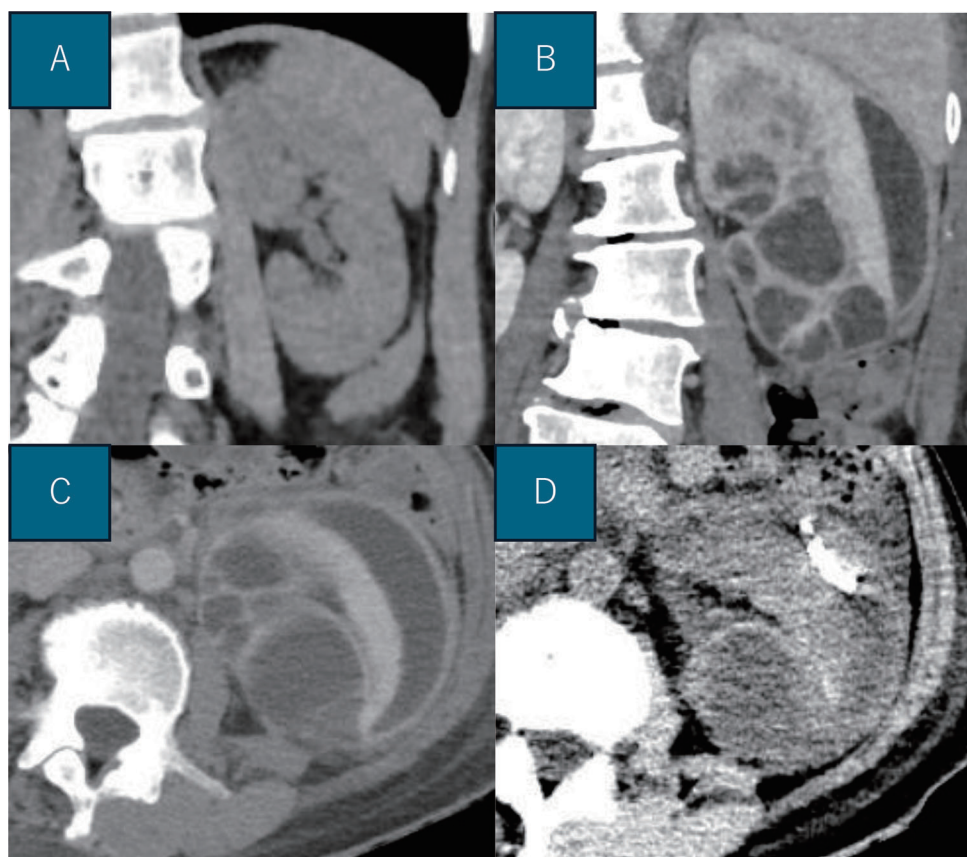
CT scans. A) Normal left kidney (Before the initiation of crizotinib therapy). B) Coronal view of multiple abscesses in the left kidney (34 months after the initiation of crizotinib therapy). C) Axial view of multiple abscesses in the left kidney (34 months after the initiation of crizotinib therapy). D) A drainage catheter is placed inside the perinephric abscess.
